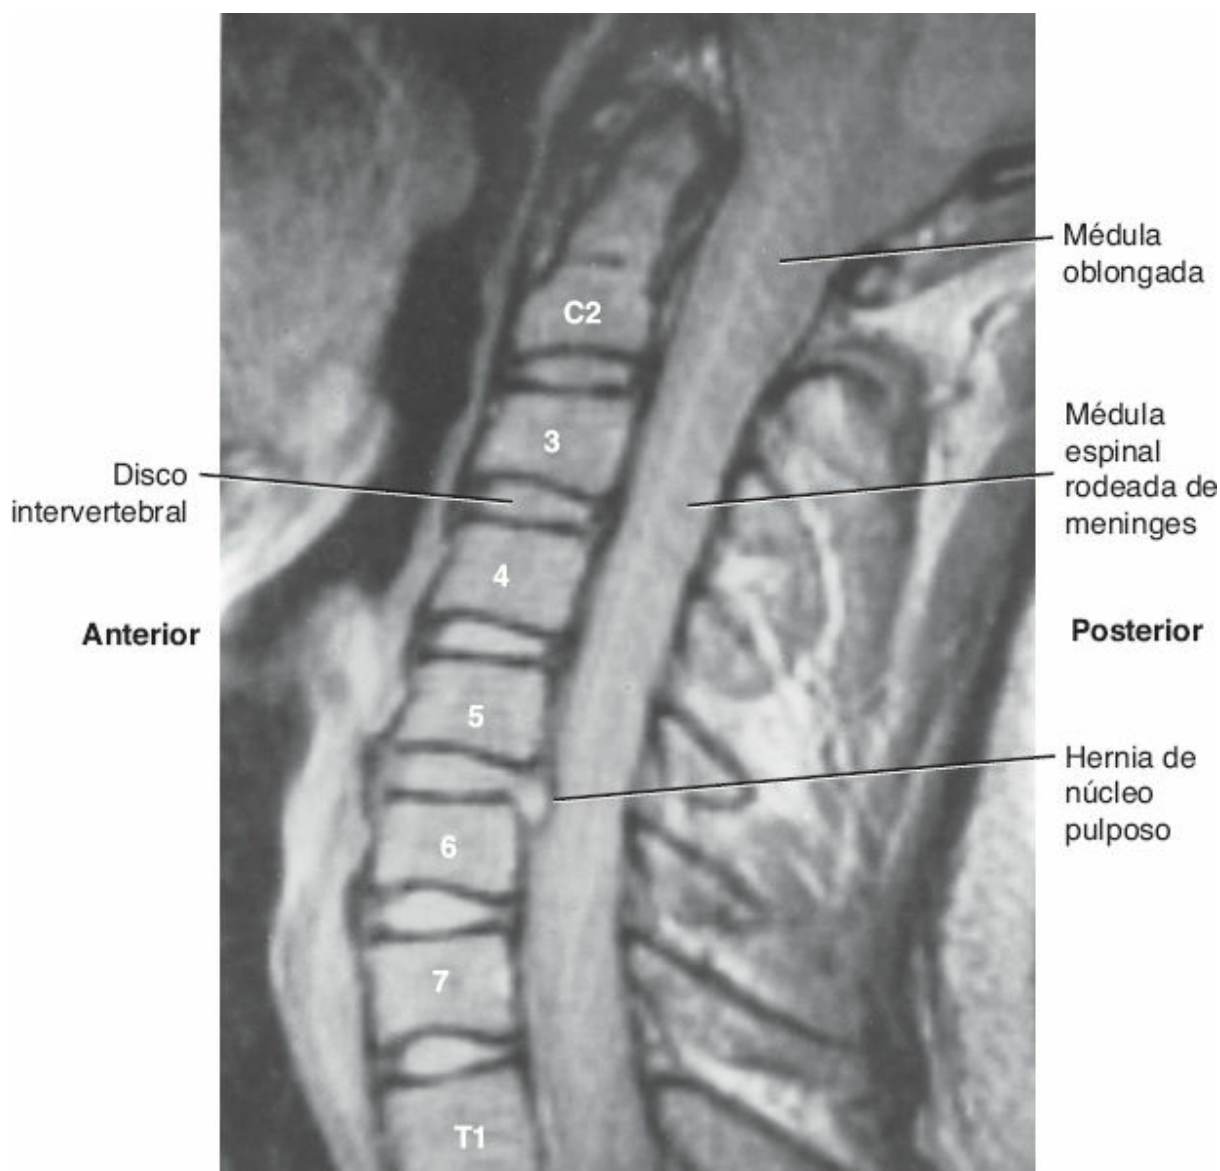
RM sagital de la región cervical de la columna vertebral. Una hernia de disco entre la quinta y la sexta vértebras. Obsérvese la posición de la médula espinal y sus revestimientos meníngeos en relación con la hernia de disco (cortesía de: Pait).
